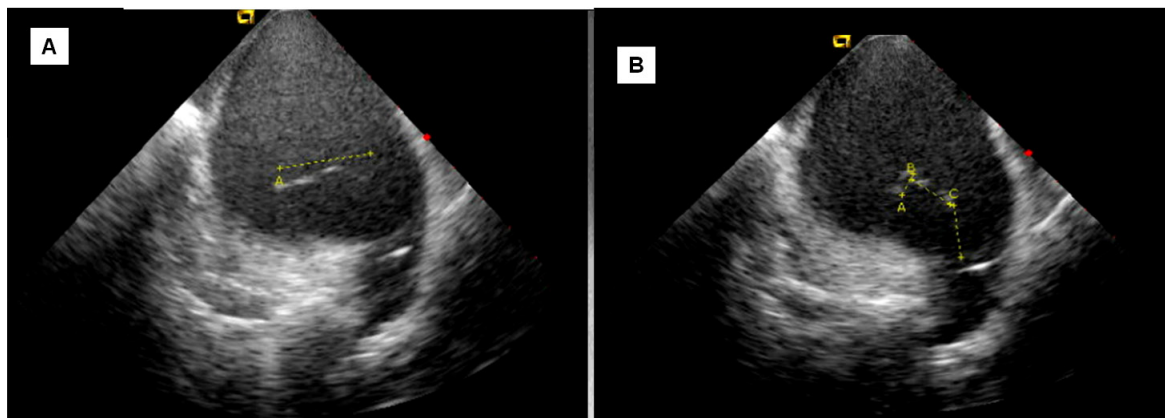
Imagem do ecocardiograma intracardíaco mostrando trombo no átrio esquerdo (pontilhado amarelo) aderido ao cateter decapolar circular (Lasso®) localizado na veia pulmonar superior esquerda.
